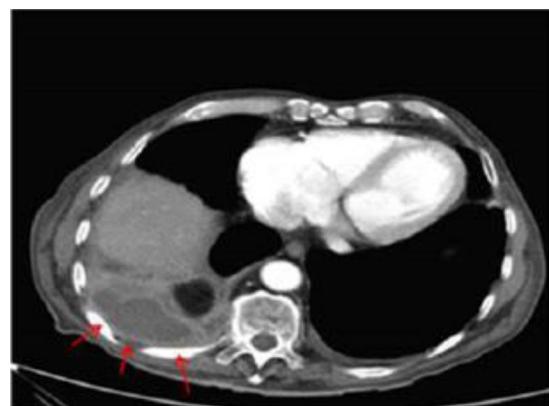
TAC torácica con contraste intravenoso en fase arterial. Imagen axial. Colección en el segmento posterior del lóbulo inferior derecho (flechas).
